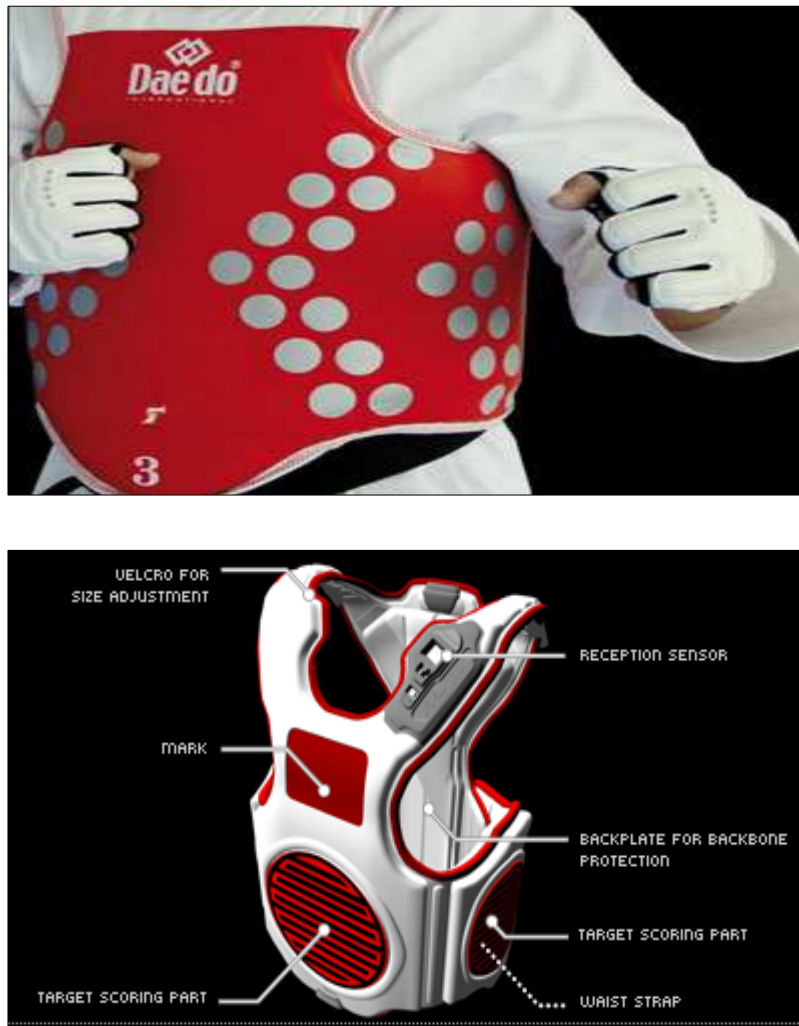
Los Petos Electrónicos Daedo (TK-Strike)
